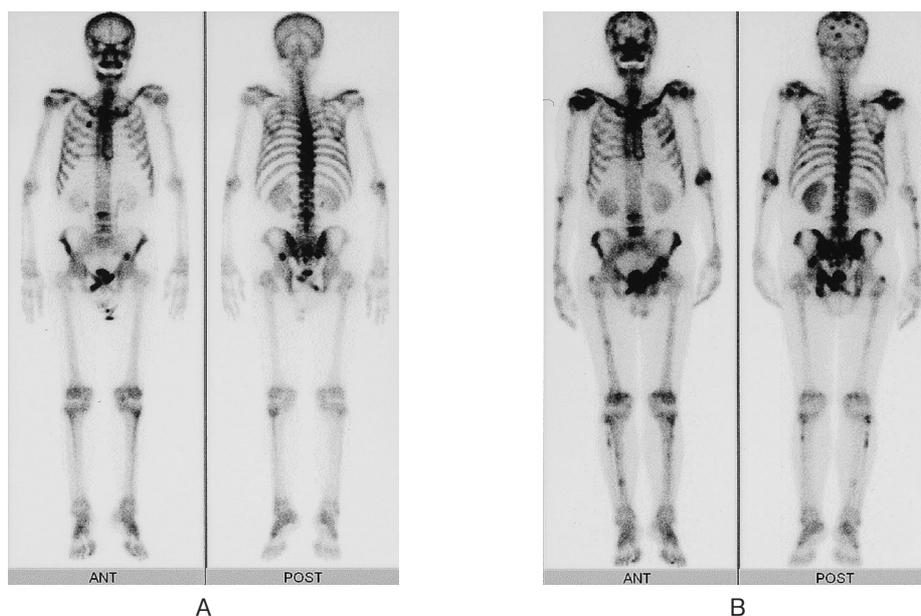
A: Bone scintigraphy revealed high accumulations in Th6 and L3 (May, 2006).
